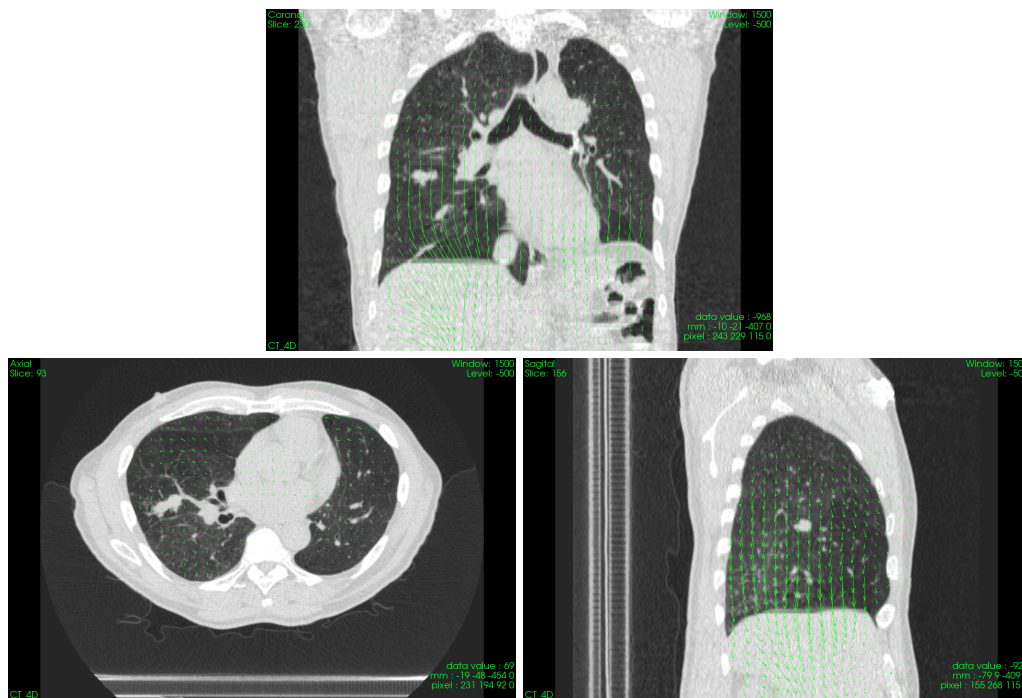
Représentation d'un champ de vecteur sur chacune des coupe - coronale (*en haut*), axiale (*en bas à gauche*) et sagittale (*en bas à droite*) - d'un instant d'une image TDM 4D
